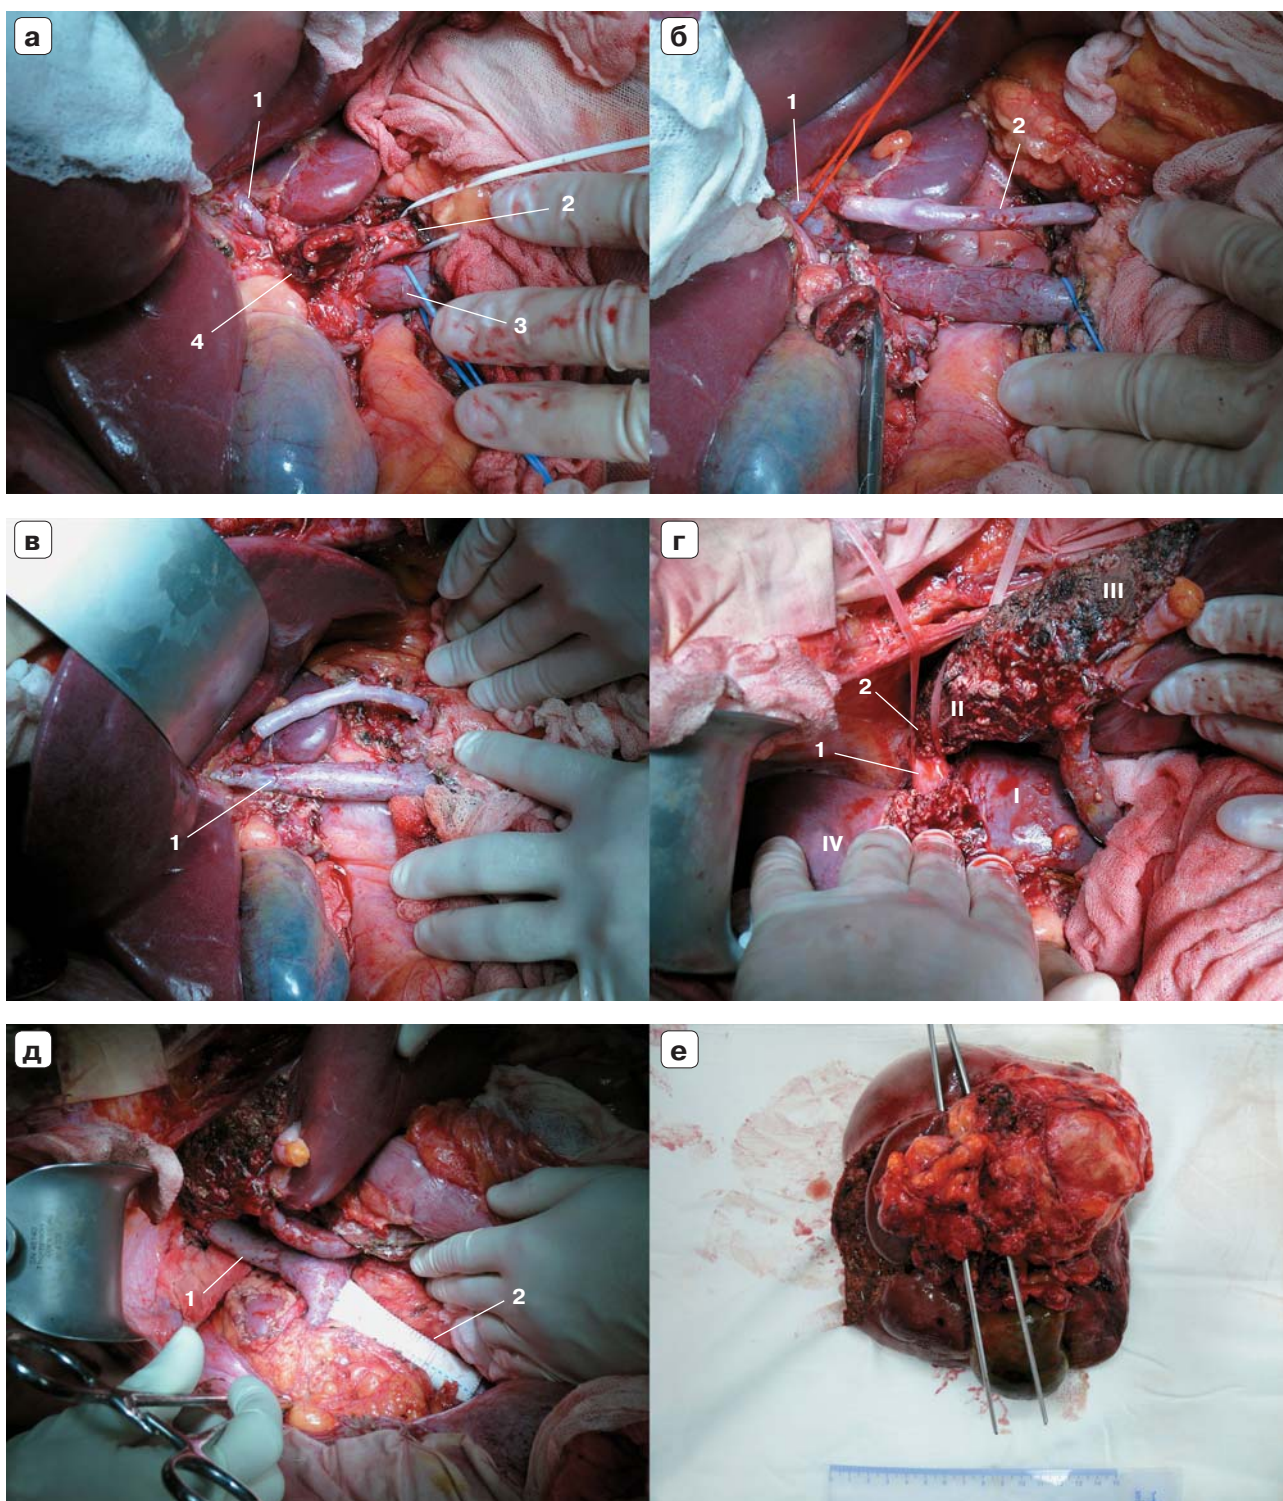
Нормотермическая резекция у пациента с альвеококкозом I, IV–VIII сегментов с инвазией в портальные ворота и ретропеченочный сегмент НПВ: а – интраоперационное фото, печечно-двенадцатиперстная связка (1 – артерия левого латерального сектора, 2 – субокклюзированная общая печеночная артерия у места отхождения от чревного ствола, 3 – основной ствол воротной вены тотчас выше слияния верхней брыжеечной и селезеночной вен, 4 – инвазия паразитом портальных ворот); б – интраоперационное фото, восстановлена артериальная перфузия левого латерального сектора (1 – левая воротная вена, 2 – аутовенозная вставка от селезеночной артерии); в – интраоперационное фото, восстановлена портальная перфузия левого латерального сектора (1 – портопортальный анастомоз); г – интраоперационное фото, завершен сплиттинг на сохраненном кровотоке, культя печени полностью изолирована от удаляемой части (1 – НПВ, 2 – устье левой печеночной вены, римскими цифрами обозначены сегменты); д – интраоперационное фото, вид после удаления I, IV–VIII сегментов печени и завершения реконструкции НПВ (1 – перемещенная аутовенозная вставка из инфраренального сегмента НПВ, 2 – ePTFE-протез Gore-Tex 20 мм в инфраренальной позиции); е – макрофото, удаленная часть печени (бранши пинцета введены в НПВ).
